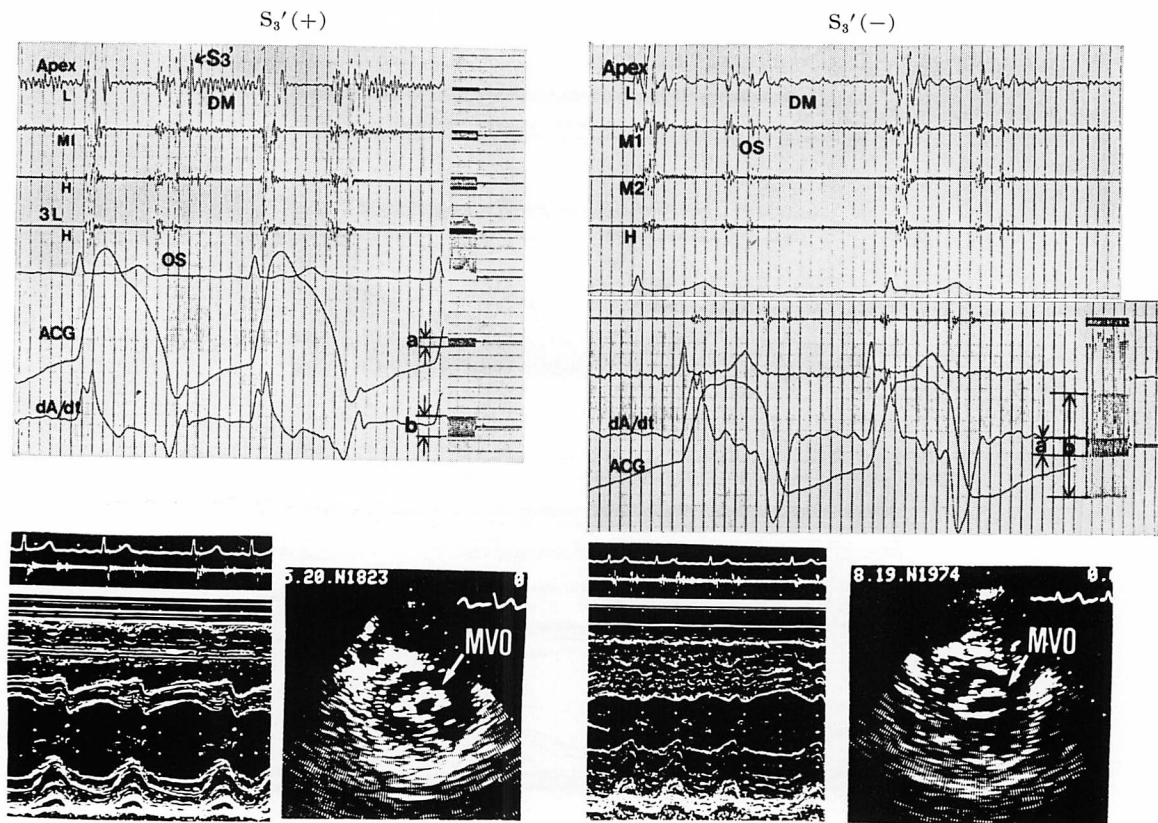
Phonocardiograms (PCG), apexcardiograms (ACG), M-mode echocardiograms and short-axis diastolic frames of the two-dimensional echocardiogram at the level of the mitral valve orifice in patients of mitral stenosis with (left panel) and without (right panel) a protodiastolic extra heart sound (S_3').
